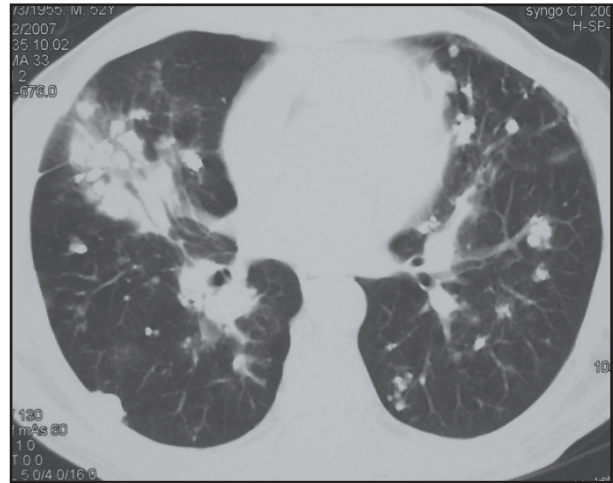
TC de tórax mostrando múltiplos nódulos bilaterais e opacidades parenquimatosas de limites imprecisos.
